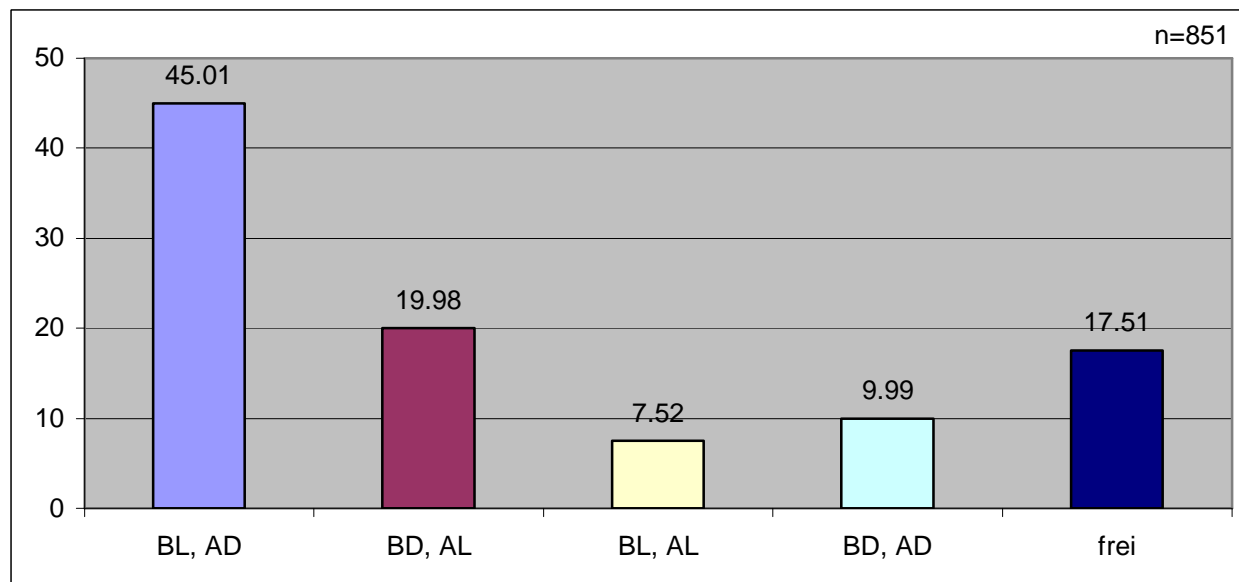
Raumaufteilung von Block und Feldabwehr bei Doppler-Gartmayer (Angaben in %)
